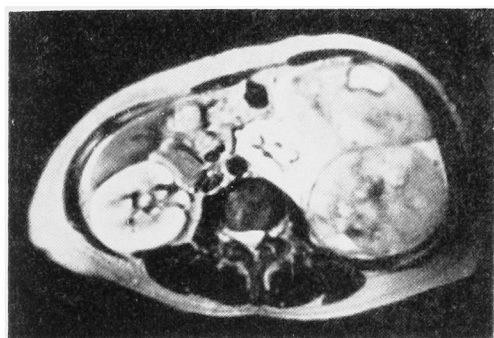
T2-weighted image of leiomyosarcoma in the left kidney. The left kidney is almost intact and suggests that the tumor derived from the renal capsule. Inside of the tumor is heterogenous and shows high intensity.
